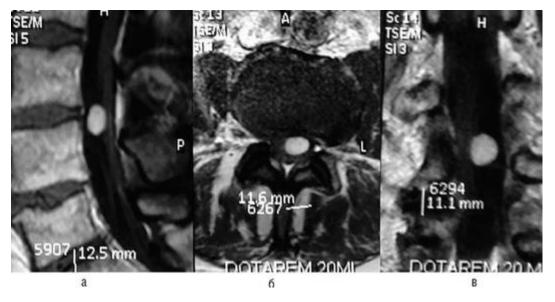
Внемозговая спинальная опухоль - невринома конского хвоста на уровне позвонков L_{III} - L_{IV} , магнитно-резонансная томография, Т1-взвешенные изображения с контрастным усилением: а - сагиттальная; б - аксиальная; в - фронтальная проекции
